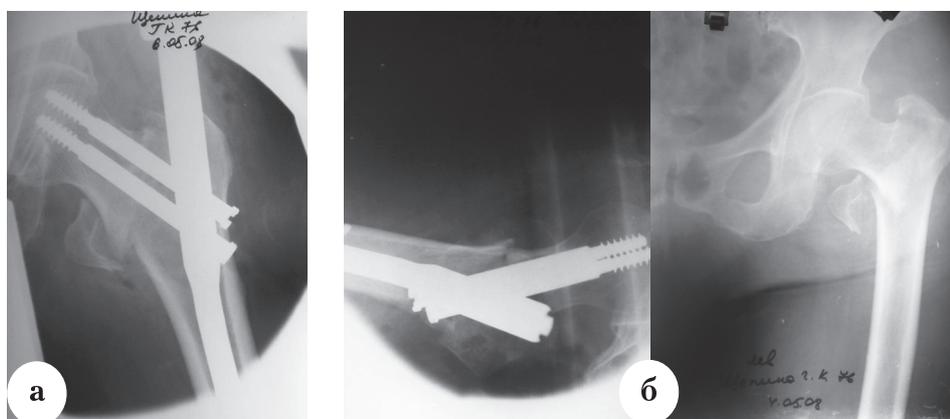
Рентгенограммы больной Ш., 76 лет: а – оскольчатый чрезвертельный перелом левой бедренной кости со смещением отломков типа А2; б – после остеосинтеза PFN
